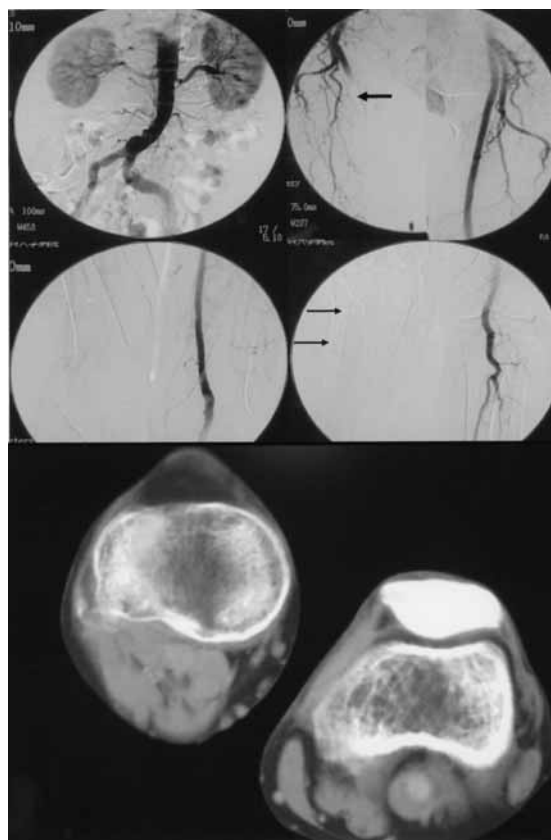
Intra-arterial digital subtraction angiography showed that right superficial femoral artery and popliteal artery were occluded, but the left popliteal artery had unevenness asymmetry to the pole few. It was diagnosed as left popliteal artery aneurysm of maximal diameter 2 cm by contrast computed tomography.
